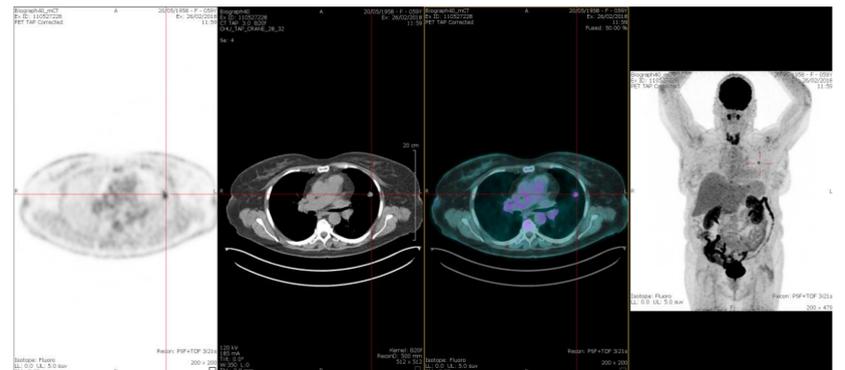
nodule pulmonaire fixant au TEP 18 FDG mais pas au TEP DOTATOC
